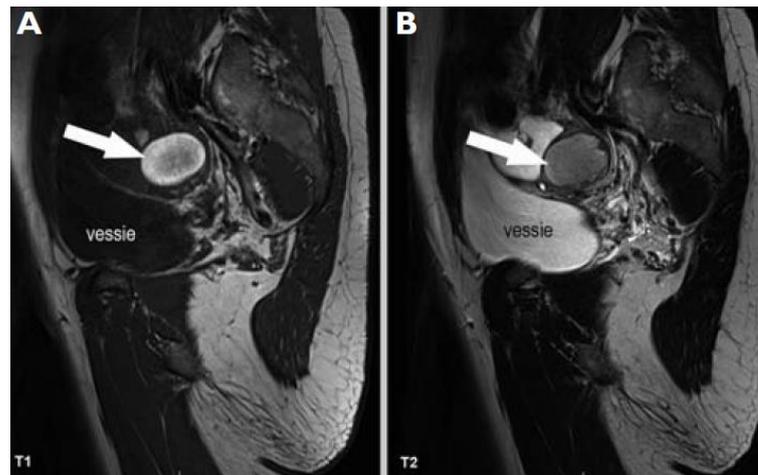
Images IRM pondérées en T1 et T2 d'un endométriome gauche
